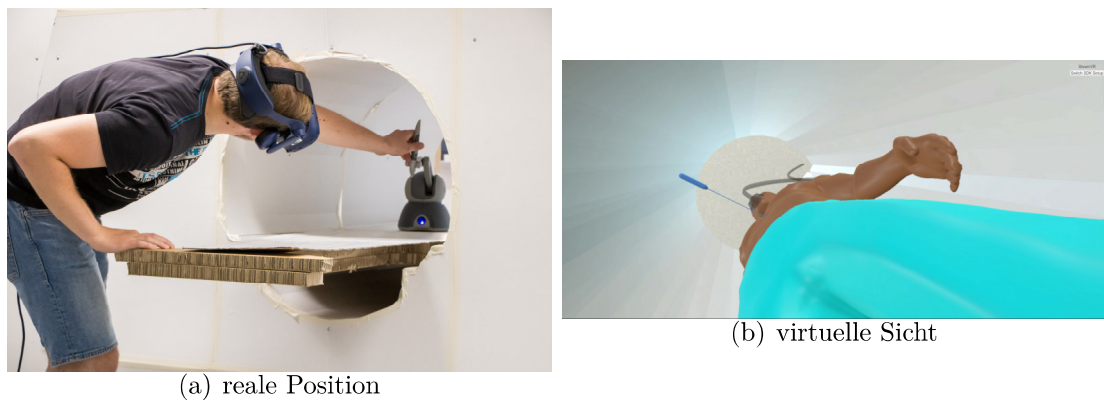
Blick in die MRT-Röhre
